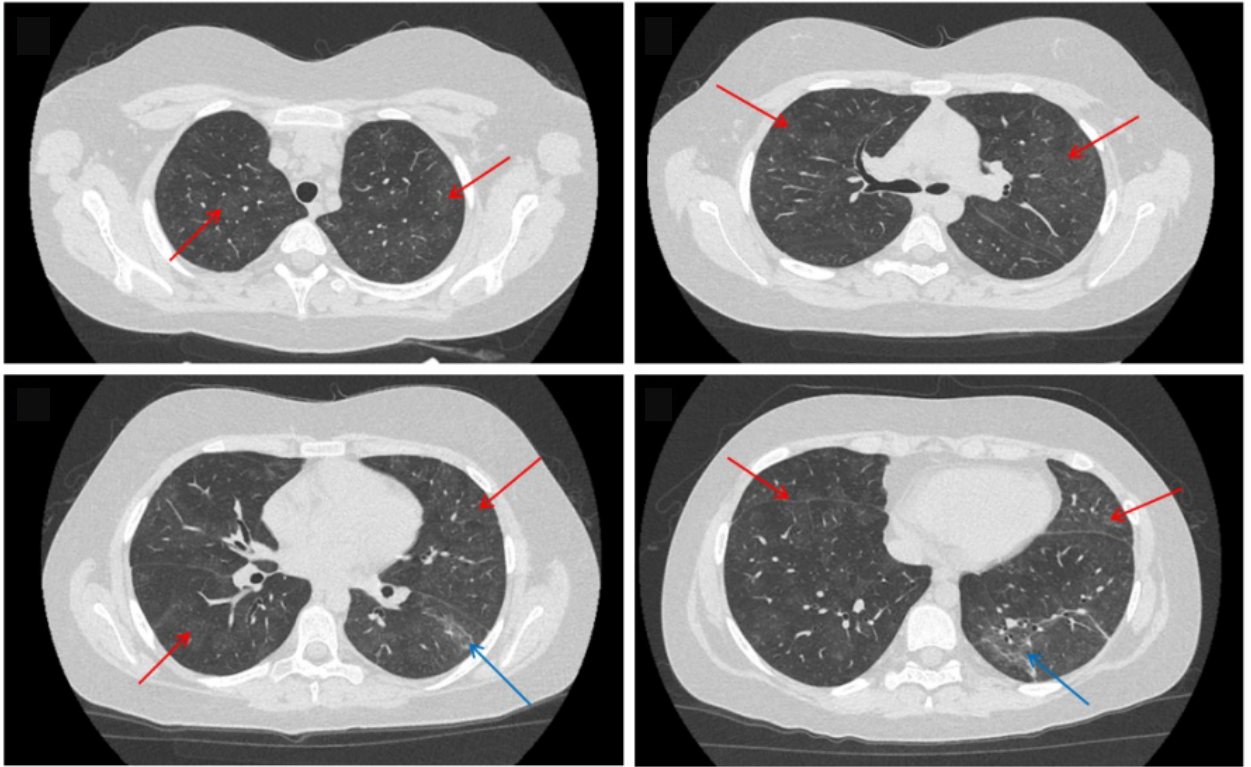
КТ органов грудной клетки от февраля 2023 года. Синими стрелками обозначена участки «бульжной мостовой», красными стрелками обозначены участки консолидации нижней доли левого легкого
